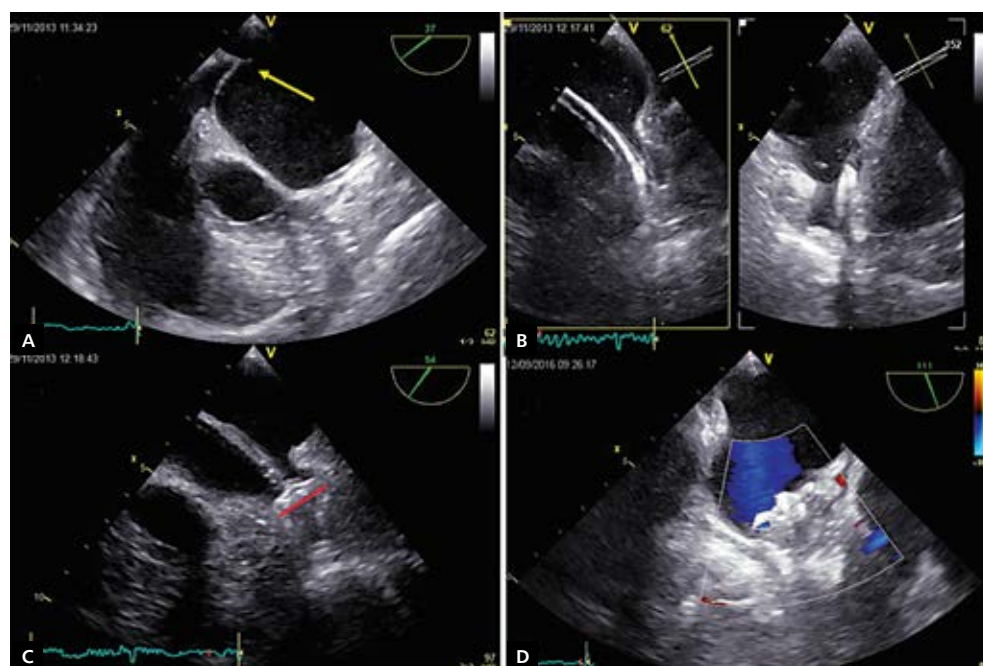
Projektje oceny uszka lewego przedsionka w echokardiografii przezprzetykowej
